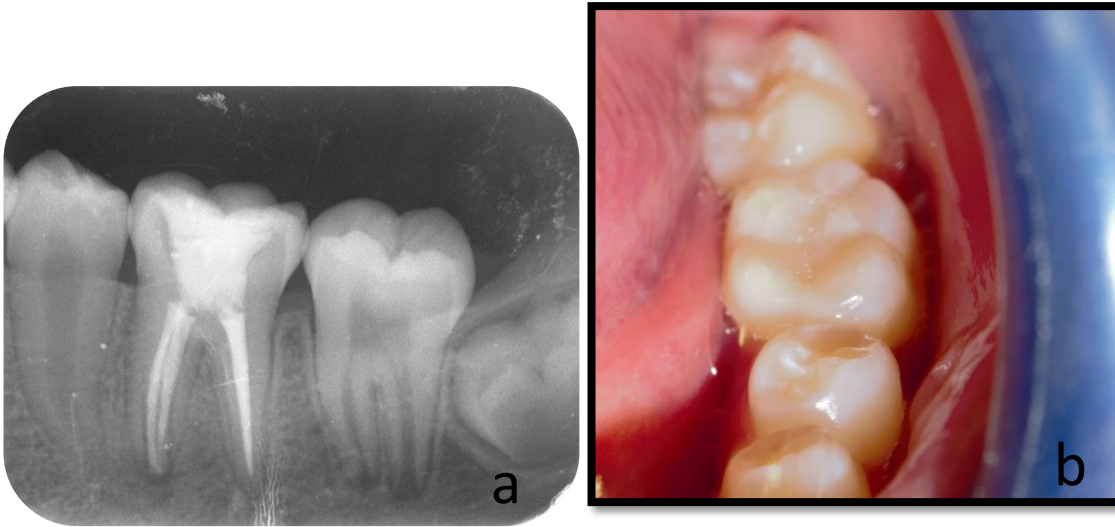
Radiografía de cita control a los 12 meses (fuente propia).
